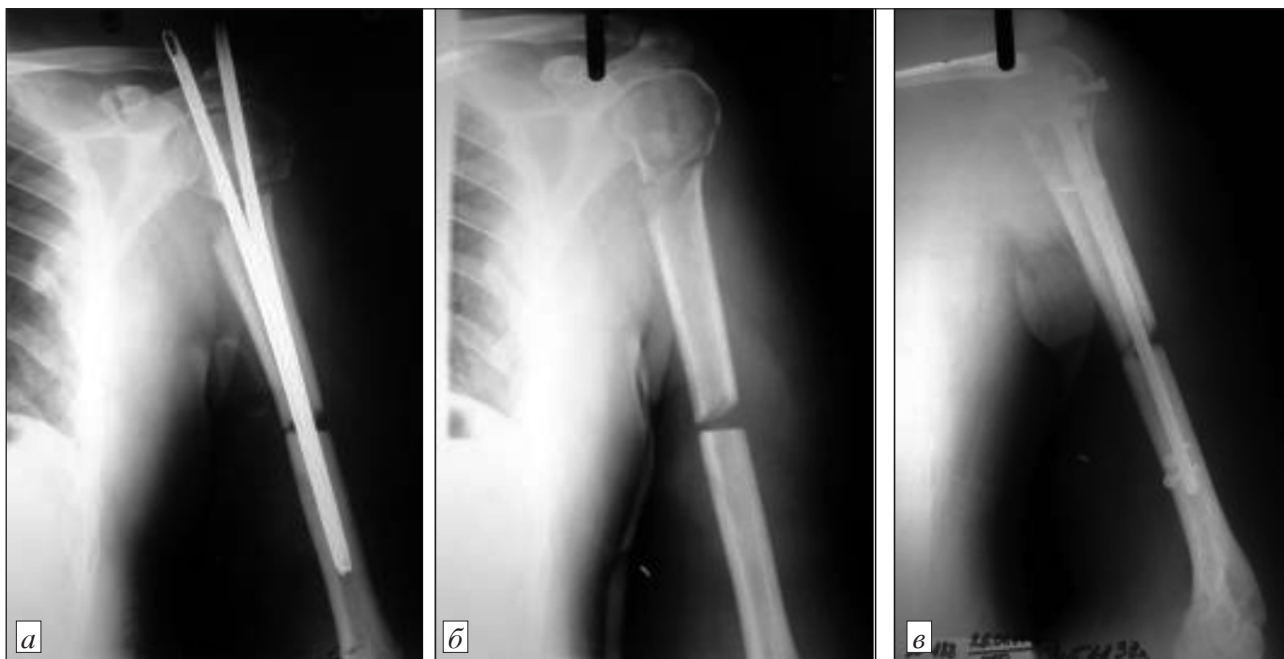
Рентгенограммы левого плеча того же пострадавшего: остеосинтез двумя стержнями ЦИТО (а), 76-е сутки после реплантации, стержни удалены (б); остеосинтез гвоздем с блокированием (в).
